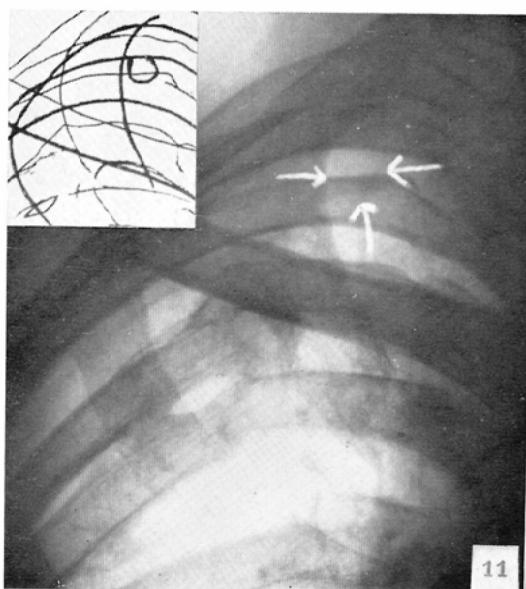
Male, 27. Chest roentgenogram of a patient after lobectomy of the superior for pulmonary tuberculosis. There is a thin-walled cystic area in the right apical region.
